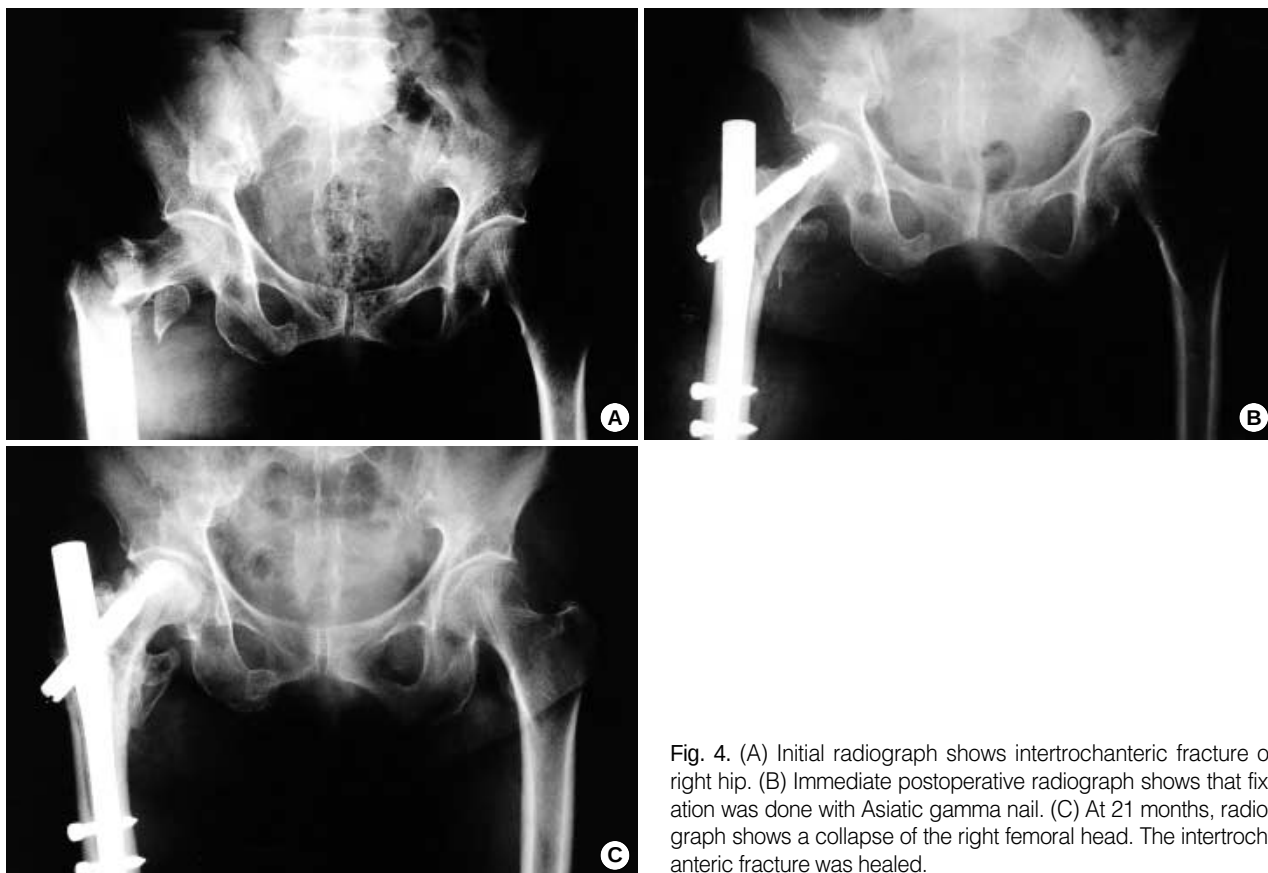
(A) Initial radiograph shows intertrochanteric fracture of right hip. (B) Immediate postoperative radiograph shows that fixation was done with Asiatic gamma nail. (C) At 21 months, radiograph shows a collapse of the right femoral head. The intertrochanteric fracture was healed.
